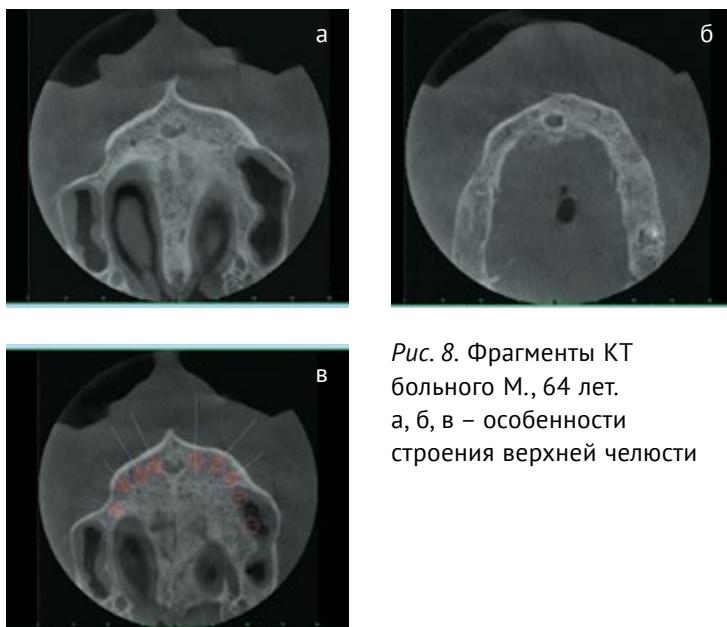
Фрагменты КТ больного М., 64 лет. а, б, в – особенности строения верхней челюсти
